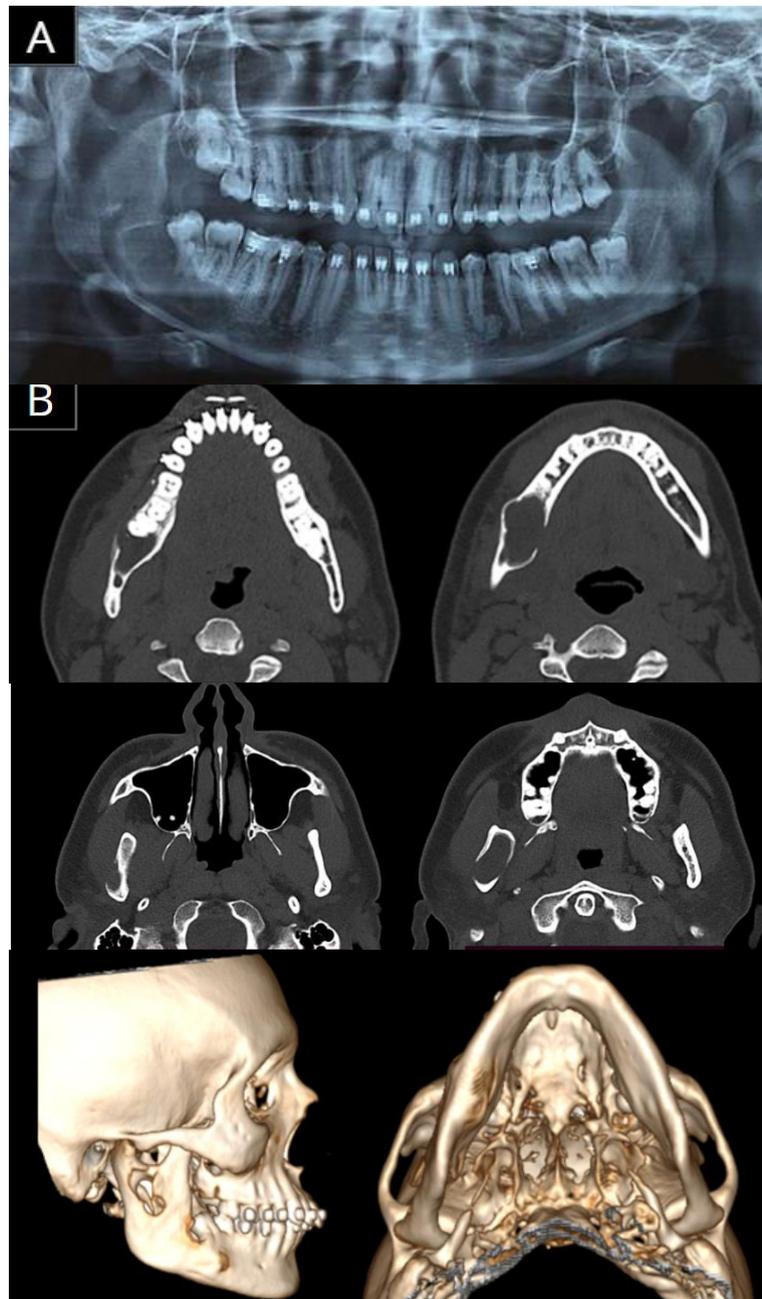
Exame panorâmica (A) e tomografia computadorizada (B) demonstrando lesão radiolúcida em corpo e ramo mandibular direitos, multilocular, se estendendo aos elementos dentários 46, 47 e 48.
